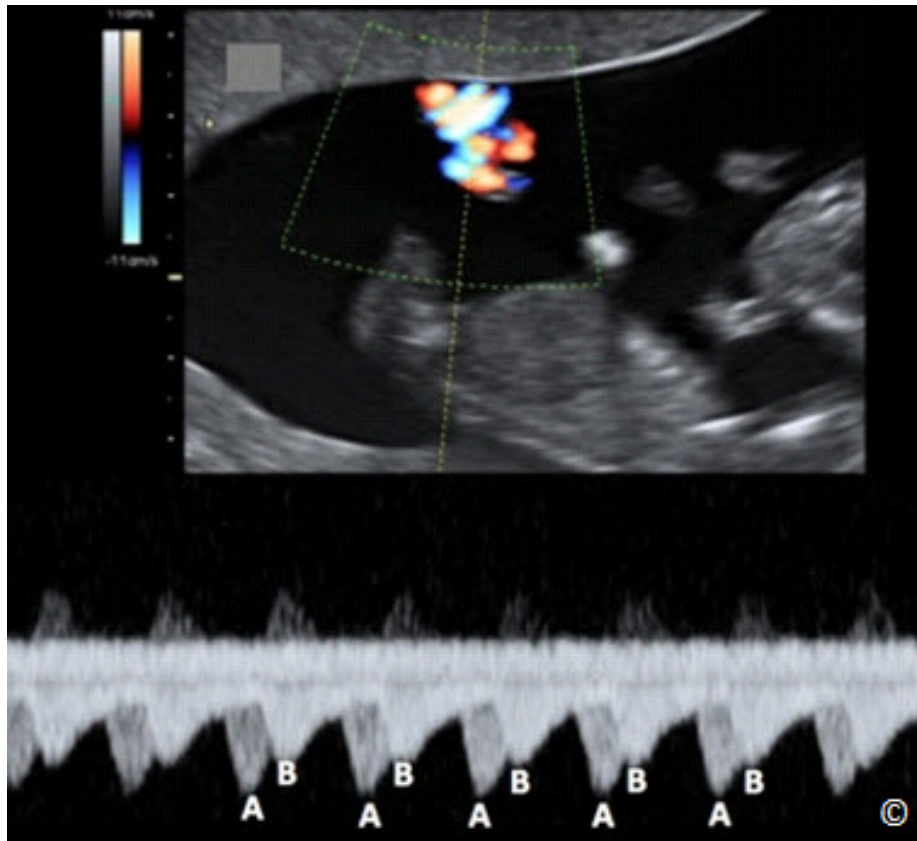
Gestación gemelar monocoriónica-monoamniótica con enredo del cordón visualizada en color y modo de Doppler pulsado. Cabe destacar la presencia de 2 formas de onda Doppler distintas (A y B) dentro del mismo espectro Doppler.
